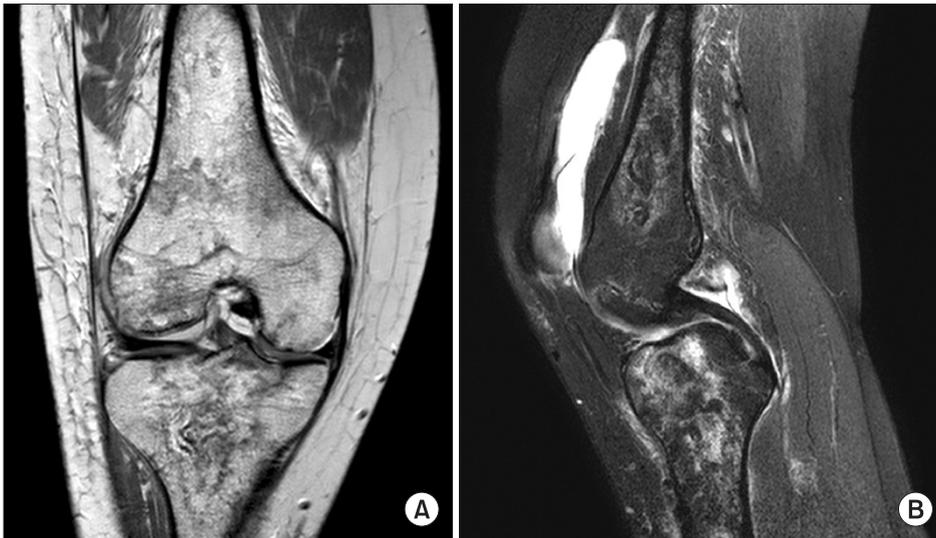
Proton density weighted magnetic resonance imaging coronal view (A) shows geographic pattern of focal increases in signal intensity and irregularity of the subchondral cortical outline at distal femur and proximal tibia. Fat suppressed T2-weighted image (B) shows large amount of joint effusion.
